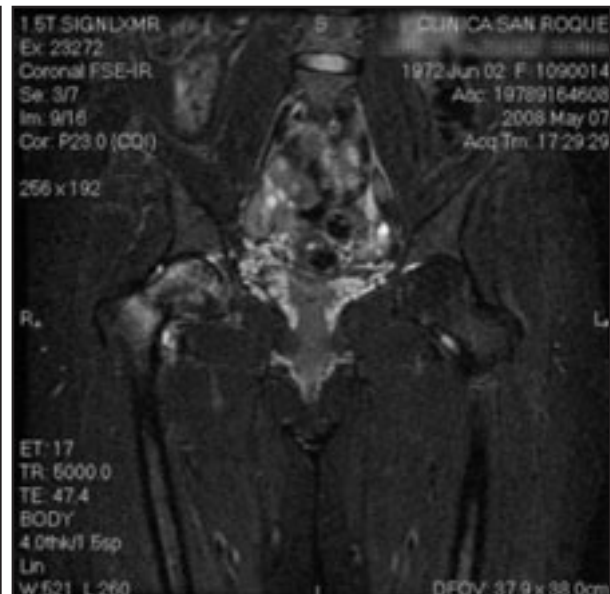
Primera RMN de cadera, donde se aprecia la fractura oblicua
